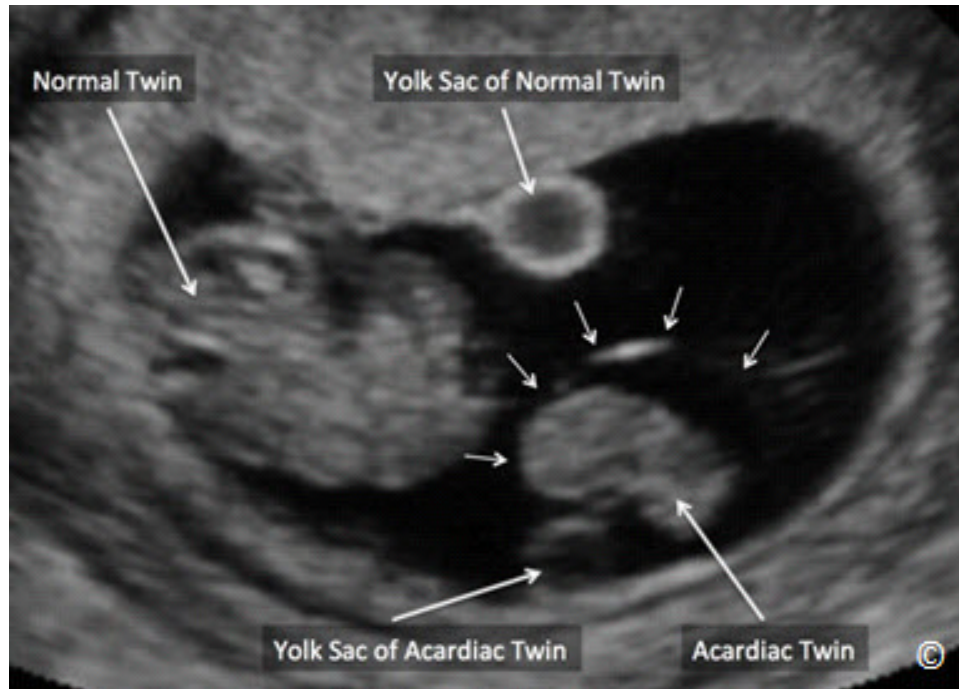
Ultrasonido de escala de grises de un embarazo gemelar con la Secuencia de Perfusión Arterial Inversa (TRAP) en gemelos monocoriónicos a las 9 semanas de gestación. Cabe destacar la presencia de una masa de tejido (etiquetado como gemelo acárdico) con una membrana amniótica que le cubre (flechas pequeñas) y un saco vitelino (etiquetado como saco vitelino del feto acárdico). Se ve un gemelo normal (etiquetado como gemelo normal) con un saco vitelino (etiquetado como saco vitelino del gemelo normal).
